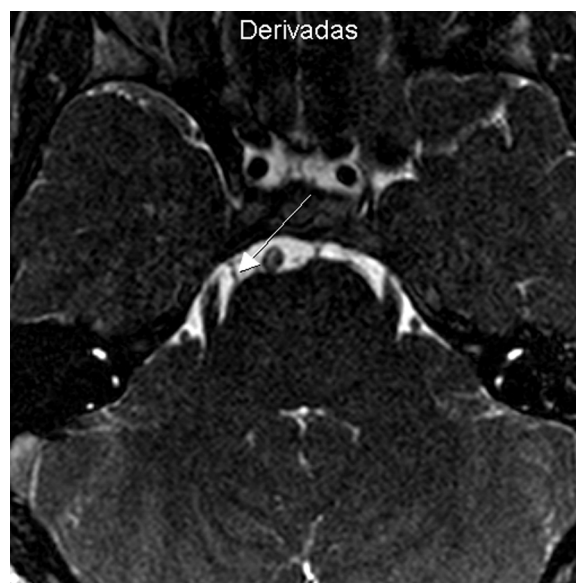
Resonancia magnética a nivel de la fosa posterior, en secuencia ponderada en T2 corte axial y BFFE, muestra la entrada del sexto par derecho ingresando al canal de Dorello (flecha). Compárese la ausencia del sexto nervio craneal contralateral.
